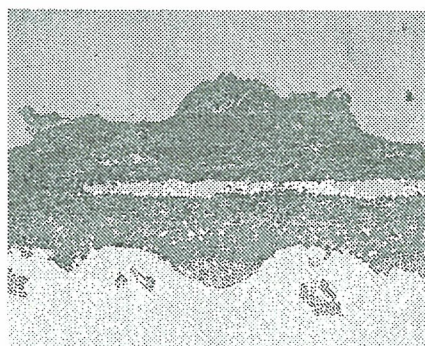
置換 2 週後の未処理 PET 人工血管の中央部内腔 (HE、 $\times 100$)。緩く沈着凝集した赤色血栓
